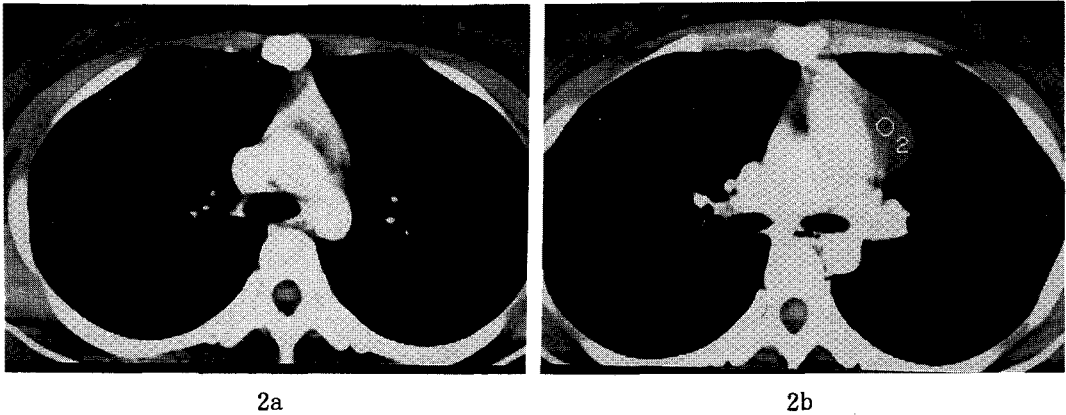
Chest HRCT scan shows normal thymus(Fig. 2a.) and 2×3cm-sized, ovoid low density cystic mass lesion abutting inferior portion of left thymus without lymph node enlargement(Fig. 2b.).
